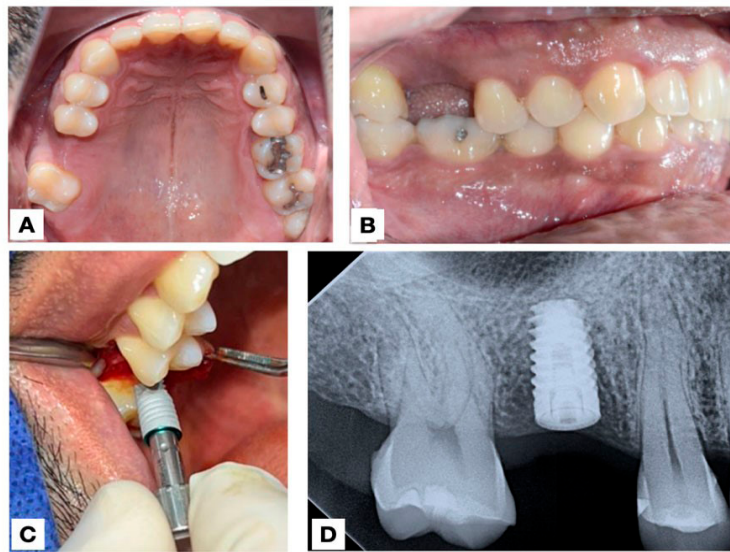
Fotografías iniciales. A. Oclusal pre-operatoria del maxilar. B. Lateral izquierda (pre-operatoria). C. Colocación de implante en zona del diente 16. D. Radiografía dentoalveolar digital post-operatoria.
